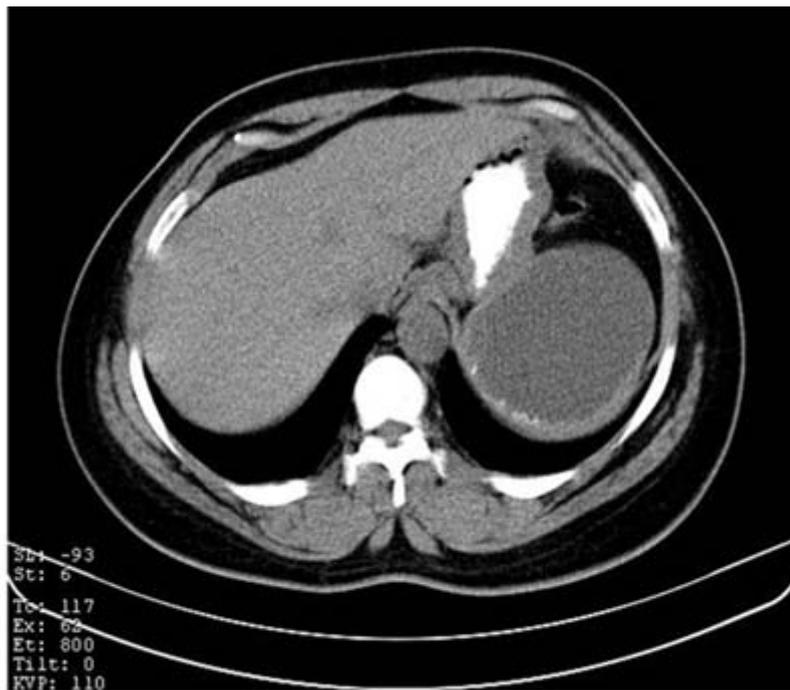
TAC contrastada: lesión de aspecto quístico en íntima relación con estómago y con calcificaciones en su borde.
